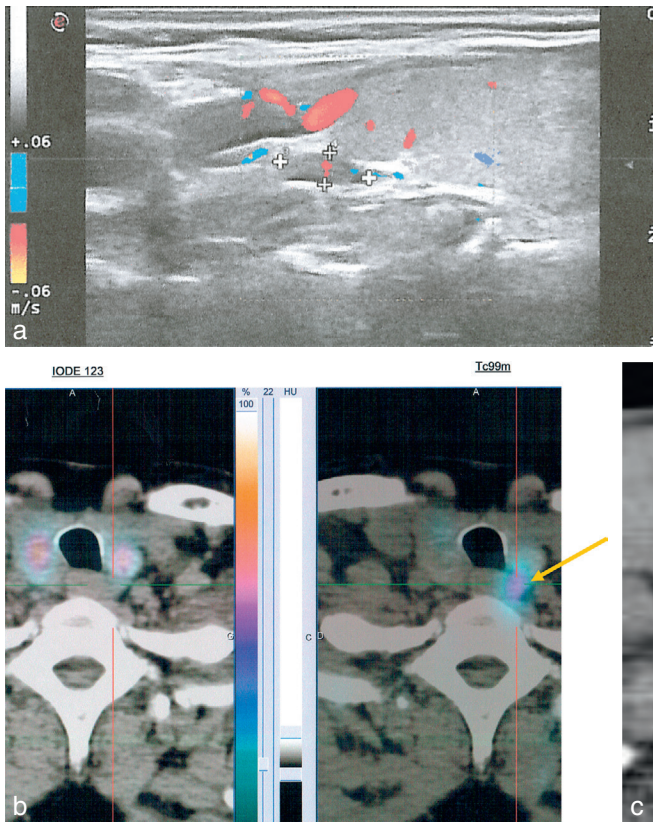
Imagerie parathyroïdienne. a. Image échographique d'adénome parathyroïdien, hypo-échogène, ovalaire, juxtathyroïdienne. b. Correspondance en tomoscintigraphie parathyroïdienne. c. Tomodensitométrie cervicale : image d'adénome parathyroïdienne en situation rétro-œsophagienne. Source : Dr Ladsous, Pr Huglo et Pr Ernst.
